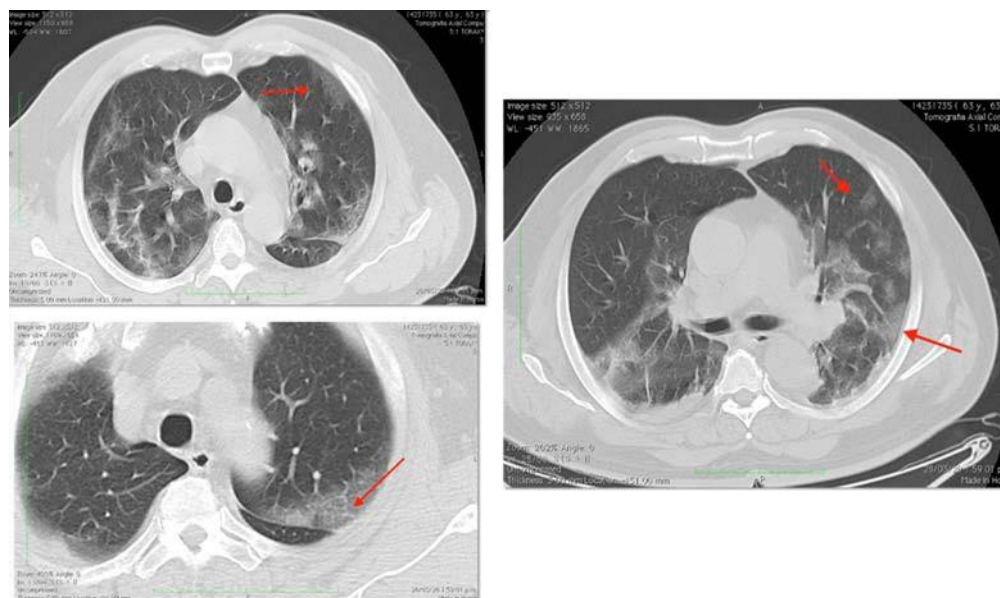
TAC de tórax, caso 3.
